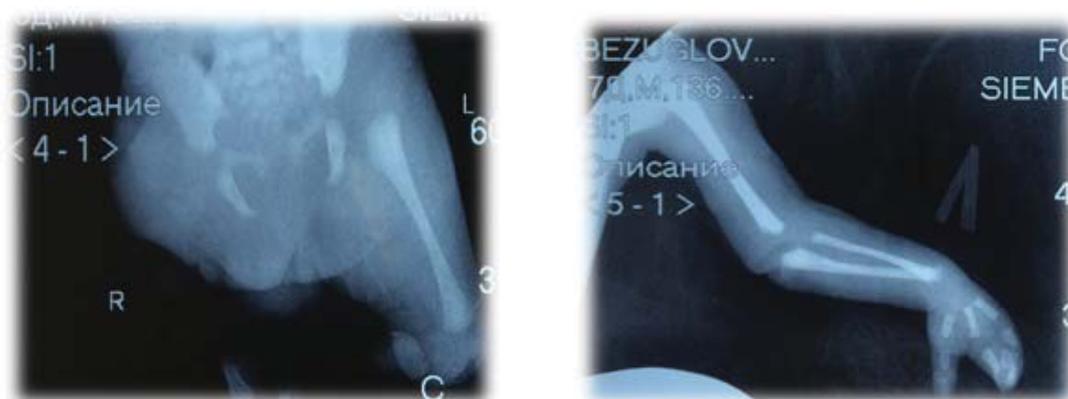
Рентгенограмма нижних конечностей, левого предплечья, левой кисти в двух проекциях: отсутствие визуализации костей правой нижней конечности (акромелия), костей голени и стопы левой конечности, двух пястных костей, дефект пальцев левой кисти.
